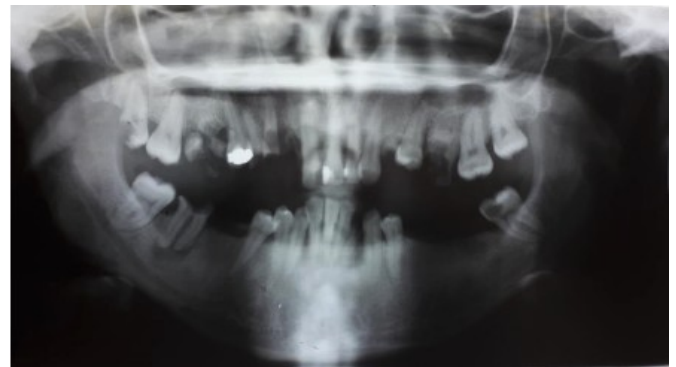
Ortopantomografía de la paciente antes de la intervención.
